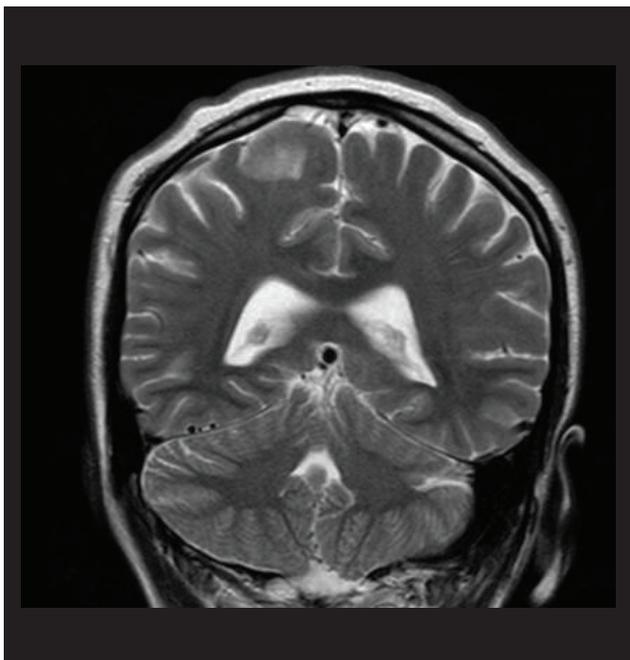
Resonancia Magnética T2 con gadolinio corte coronal: Lesión hiperintensa cortical ovoide en circunvolución pre-central.
